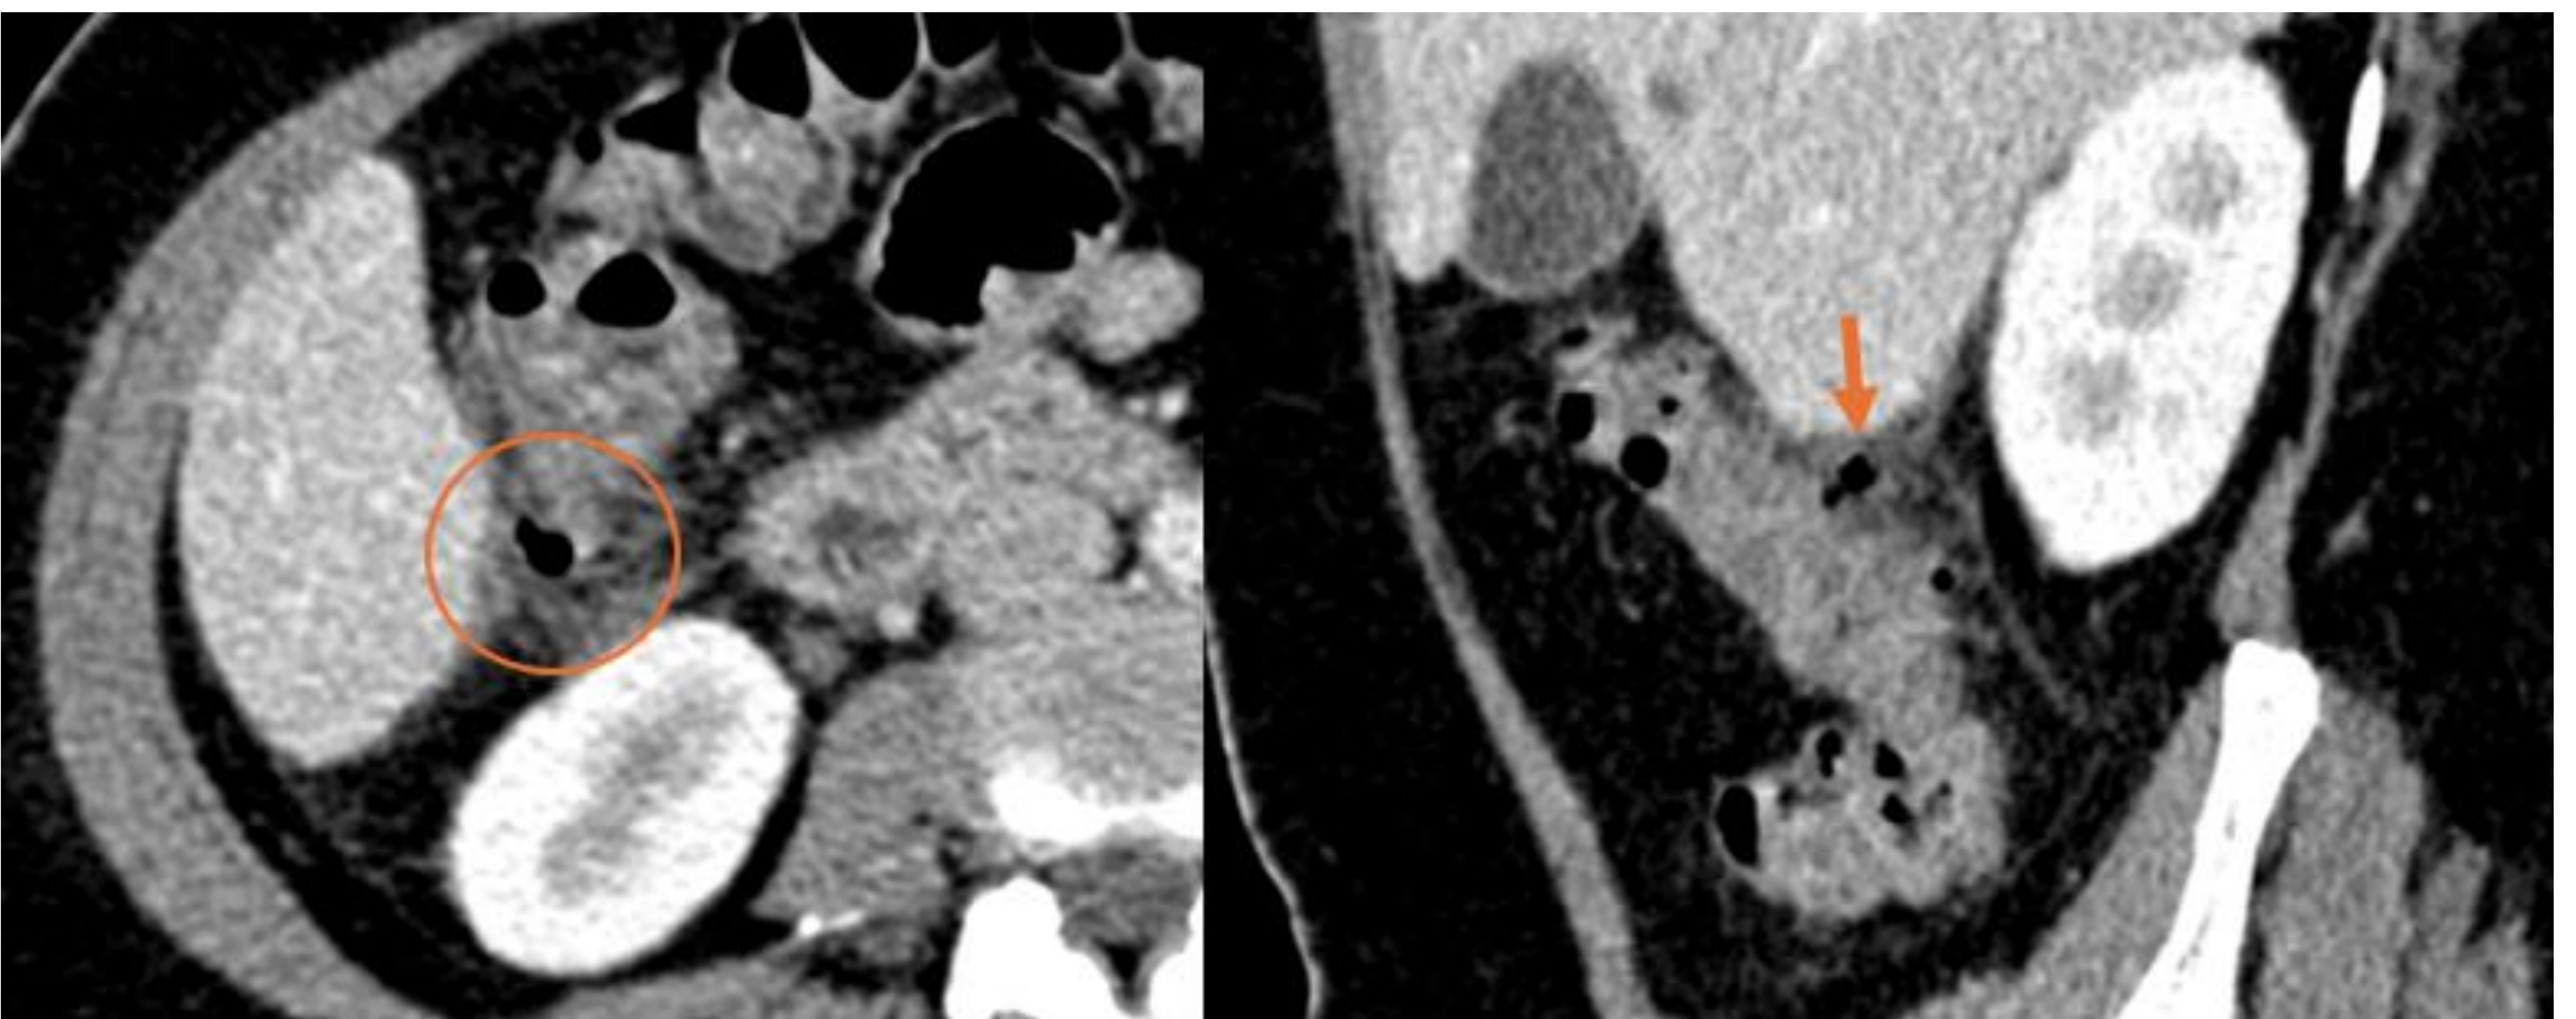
Cortes axial y sagital de TC abdominopélvico con contraste IV: Engrosamiento mural circunferencial del colon ascendente y pequeños divertículos, identificando uno de ellos (círculo y flecha) aumentado de tamaño y con trabeculación de la grasa adyacente. Hallazgos compatibles con diverticulitis aguda derecha no complicada.
